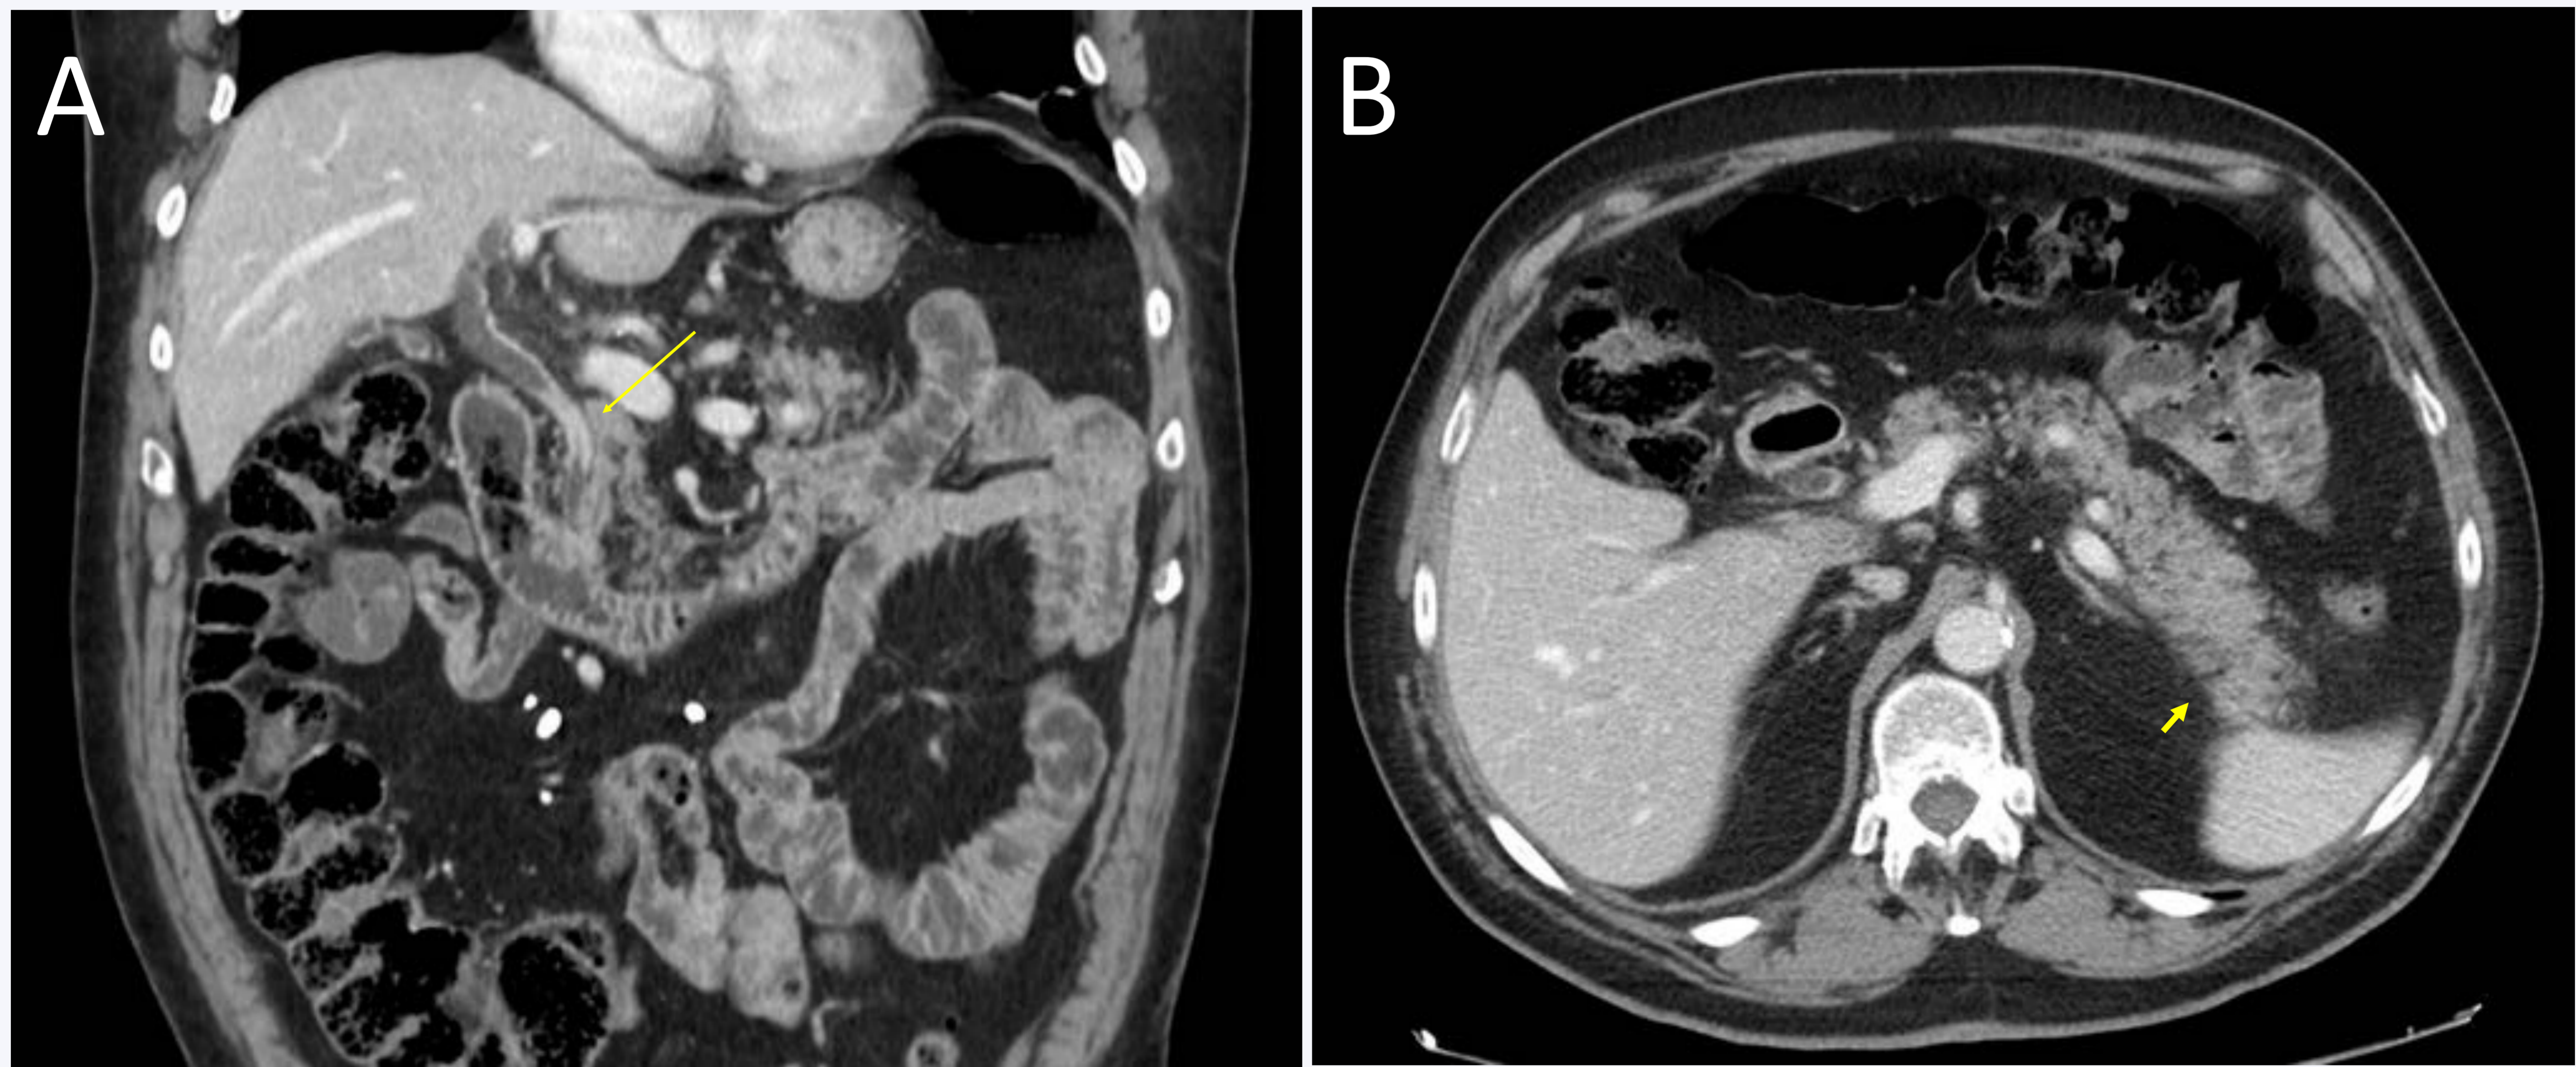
Enfermedad relacionada con IgG4. TC con contraste intravenoso del mismo paciente, unos meses después. A) Engrosamiento y realce de la pared del colédoco (flecha) con dilatación retrógrada de la vía biliar, por probable infiltración de células plasmáticas IgG4 positivas. B) Afectación pancreática consistente en engrosamiento focal de la cola pancreática con pérdida de la lobulación normal.
